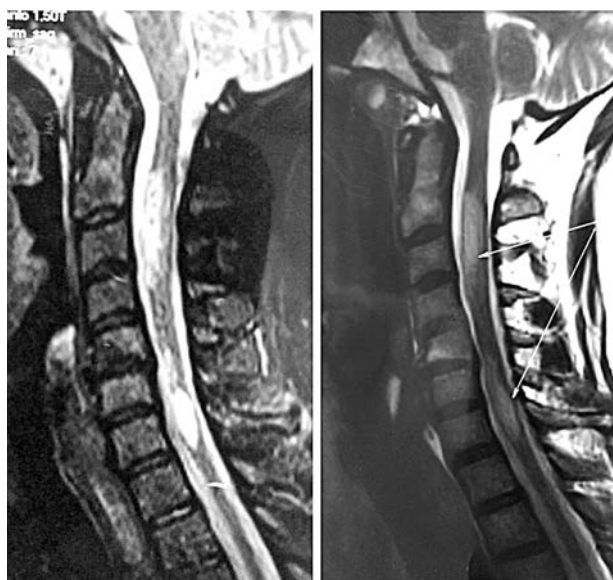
МРТ шийного відділу спинного мозку
